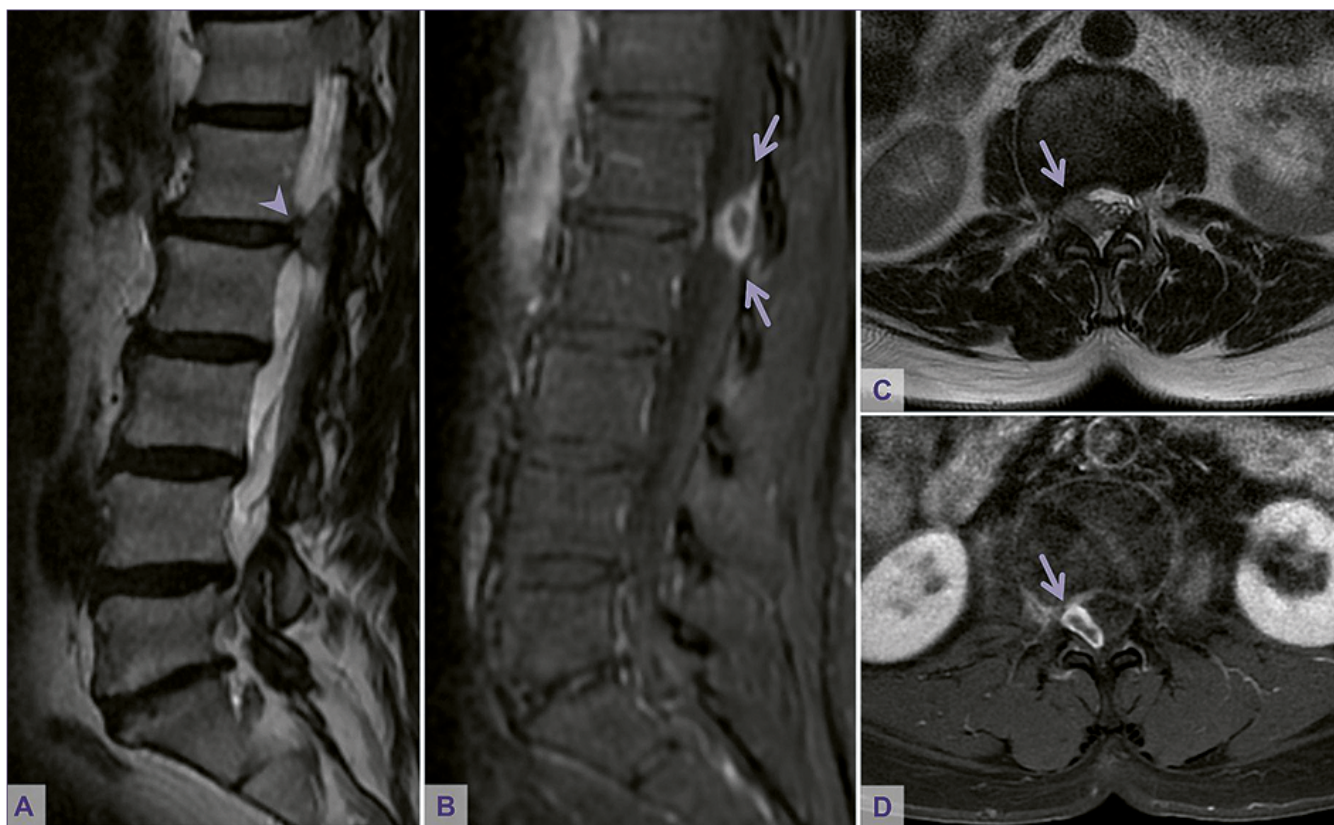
Resonancia magnética lumbar. A: T2 sagital y C: T2 axial: Hernia discal extruida. Nótese la continuidad con el disco parental (cabeza de flecha) y migración dorsal lateral derecha (flecha) con deformación del saco dural y desplazamiento radicular izquierdo; B: T1 FS con gadolinio sagital y D: T1 FS con gadolinio axial. Fragmento de hernia con migración dorsal y realce anular periférico.
